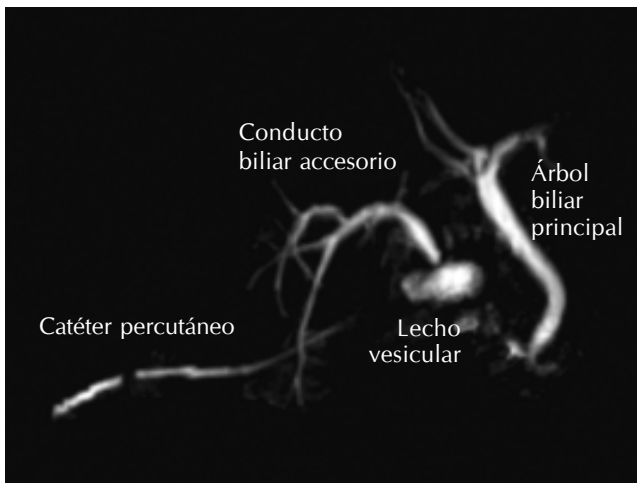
A. Corte coronal realizado mediante resonancia magnética donde se observa el árbol biliar con la alteración. B. Ampliación (detalle).
